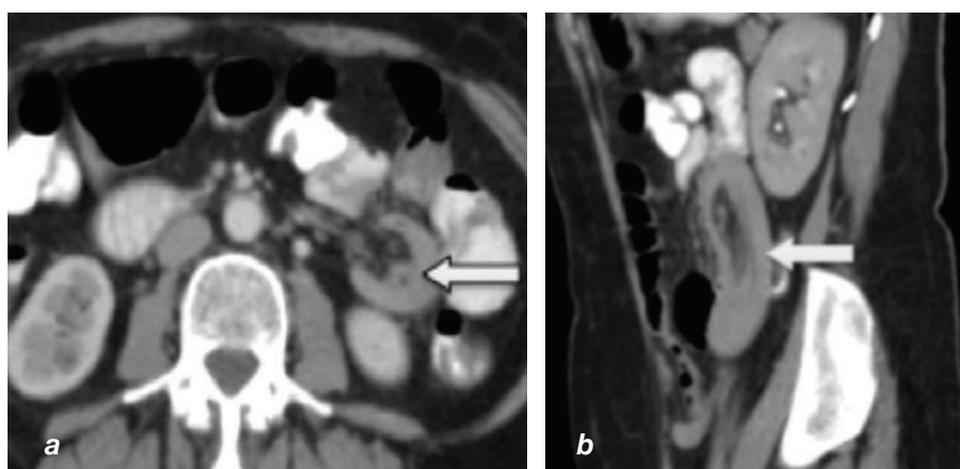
Mujer de 61 años, ingresada por divertículo duodenal complicado, se realizó TC de control posterior a la colocación de sonda naso-yeyunal, no presentaba molestias abdominales. Como hallazgo incidental se encontró una invaginación yeyuno-yenunal asociada al tubo. (a) TC axial, se observa imagen en herradura correspondiente al asa invaginante que contiene el asa invaginada y la grasa mesentérica. La imagen hipodensa puntiforme corresponde a la sonda (flecha). (b) Reconstrucción sagital en la que se observa desplegada la sonda.
